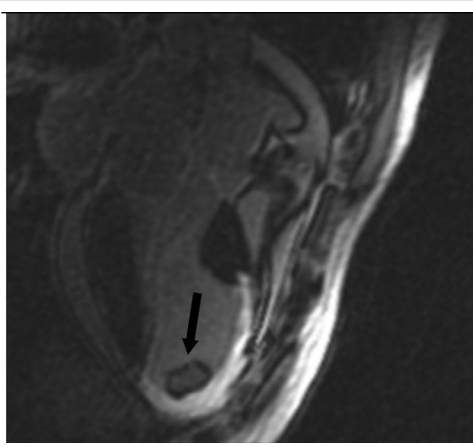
МРТ-зображення ЛШ в коронарному й поперечному перерізі. МРТ-зображення демонструють великий розмір гострої постінфарктної аневризми ЛШ (стрілки).
